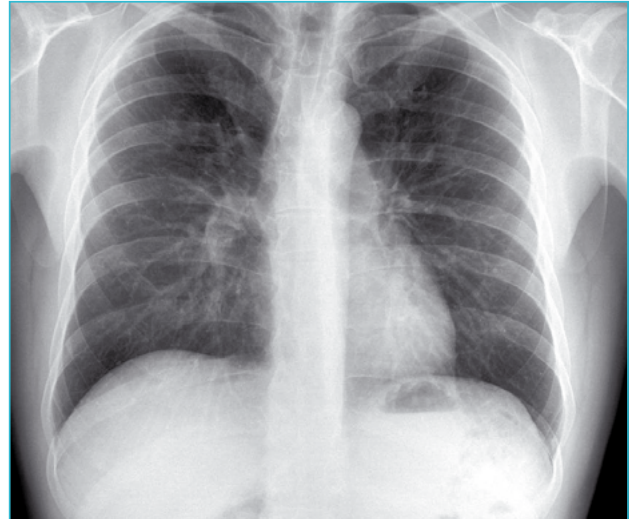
Radiografía de tórax normal realizada el 20 de abril de 2020.
